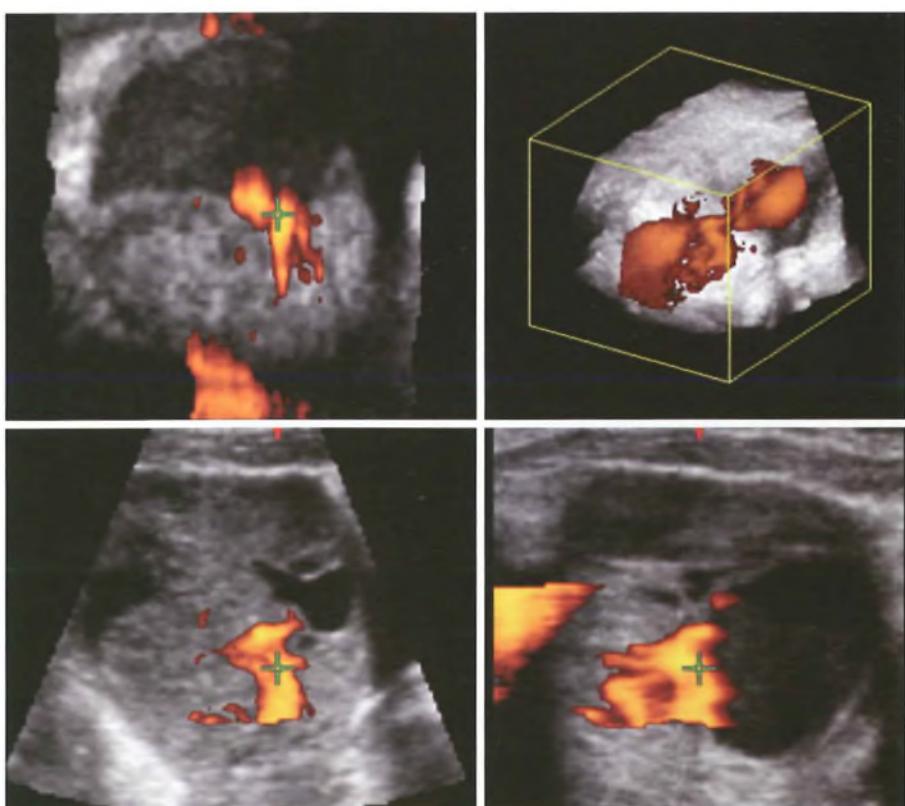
Ecografia transaddominale tridimensionale power-Doppler. L'immagine mostra in un'adolescente di 11 anni, la visione multiplanare di una neoformazione ovarica risultata al controllo istologico un tumore a cellule della granulosa. Particolare interesse diagnostico è offerto dalla marcata neoangiogenesi messa in evidenza sui tre piani e nella ricostruzione volumetrica.
